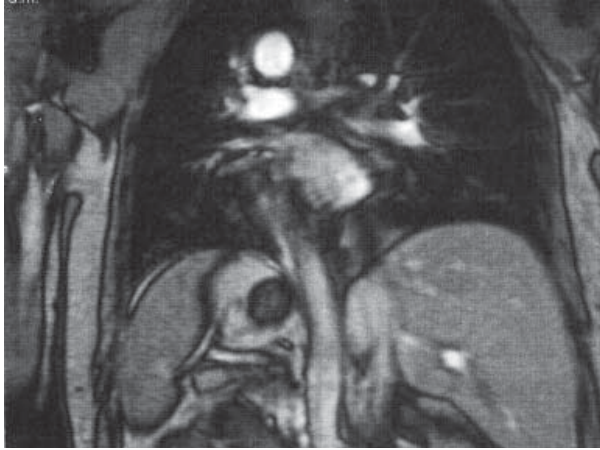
Colangiorresonancia donde se confirma situs inversus totalis.
